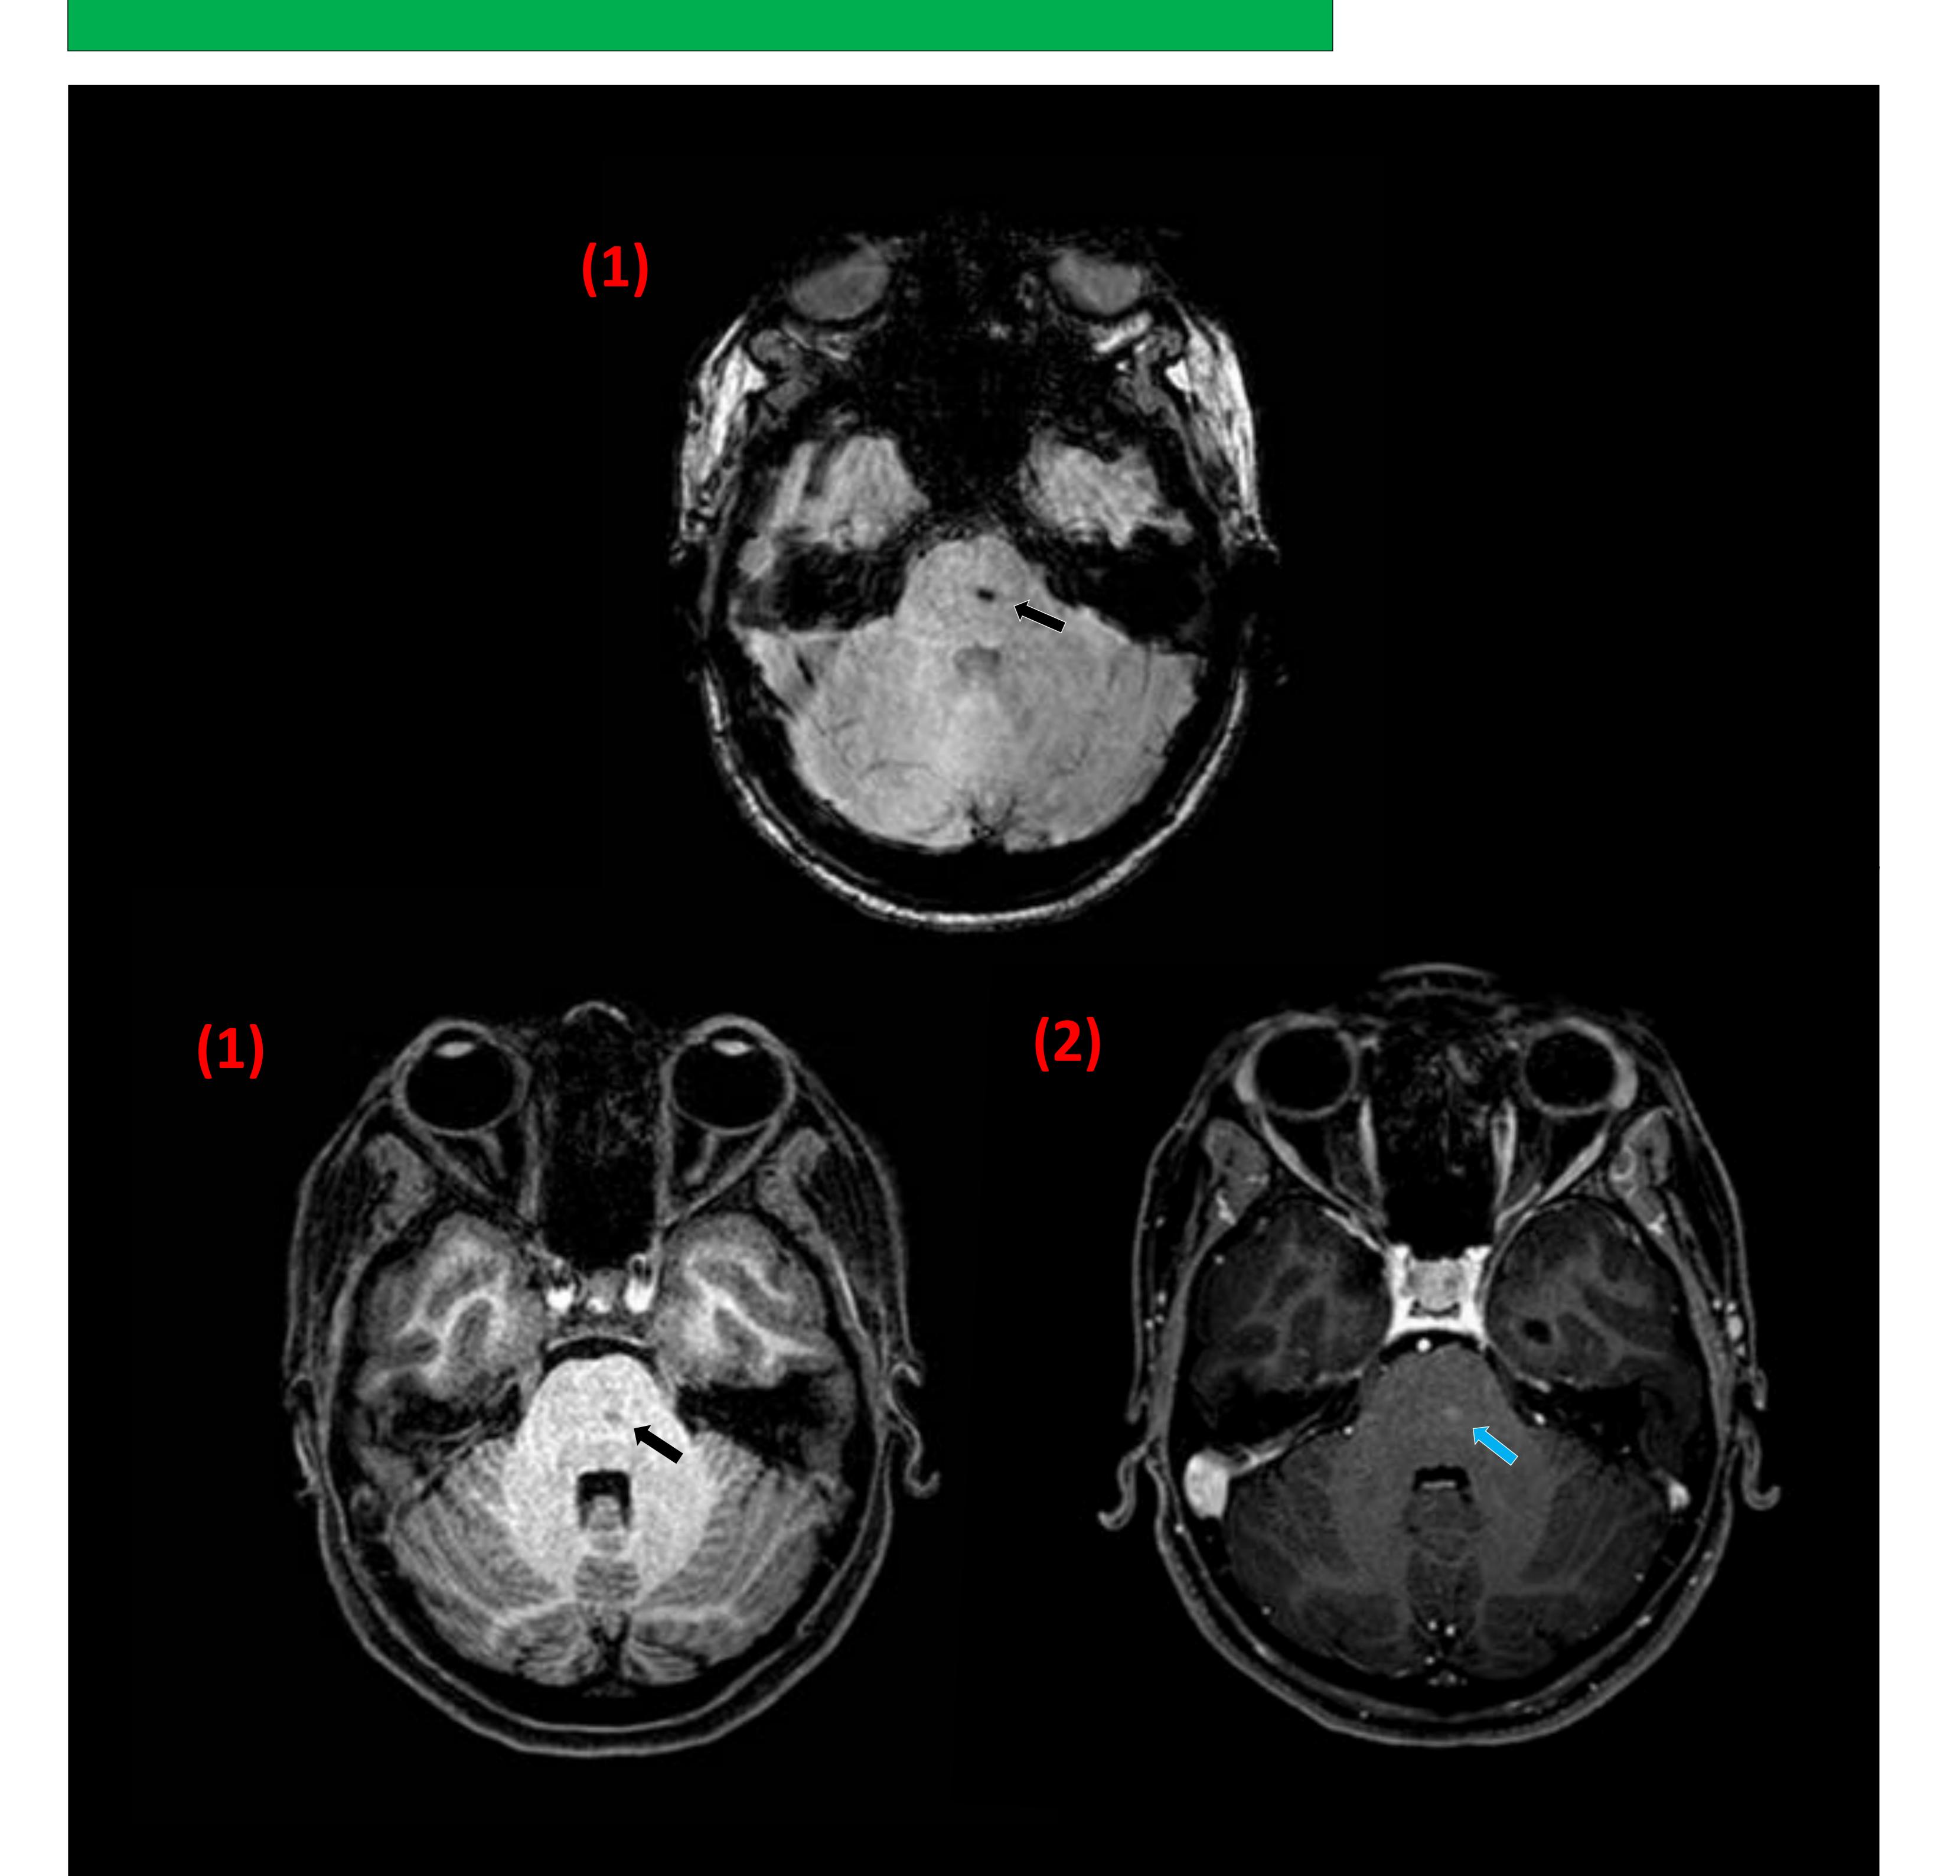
Telangiectasias. Paciente con cefalea. Imágenes: RM cerebral (1) secuencia de susceptibilidad magnética y (2) T1 con contraste, cortes axiales. Lesión protuberancial bien definida, detectable en las secuencias de susceptibilidad magnética (□) e hipercaptante en T1 con contraste (□).
